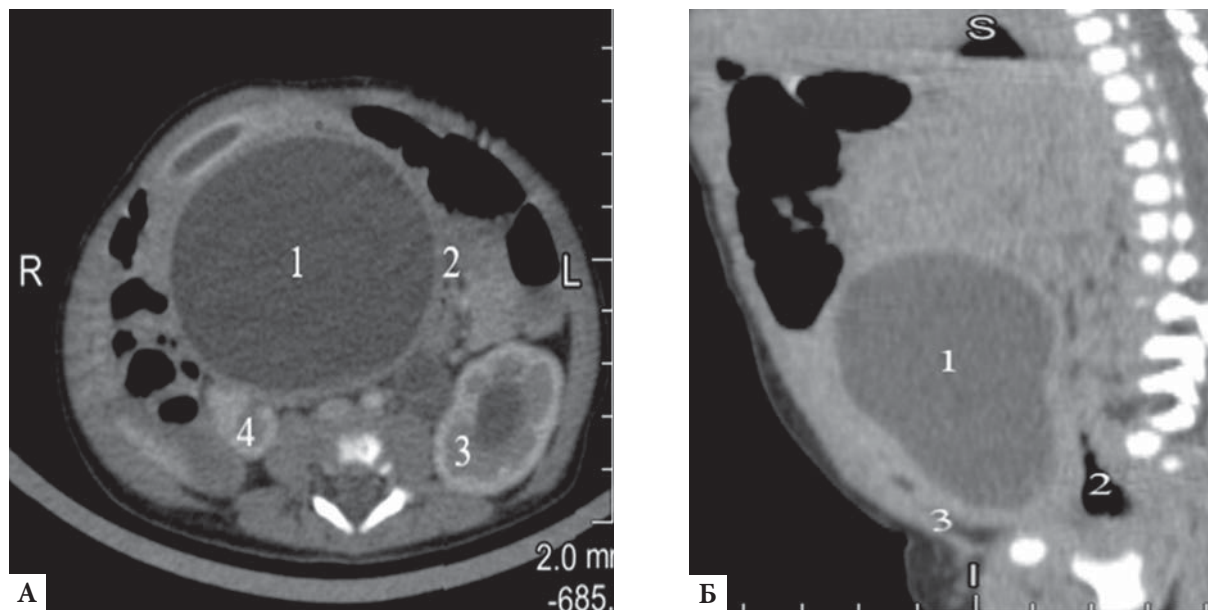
Компьютерная томография ребенка с синдромом Герлина-Вернера-Вандерлиха.
